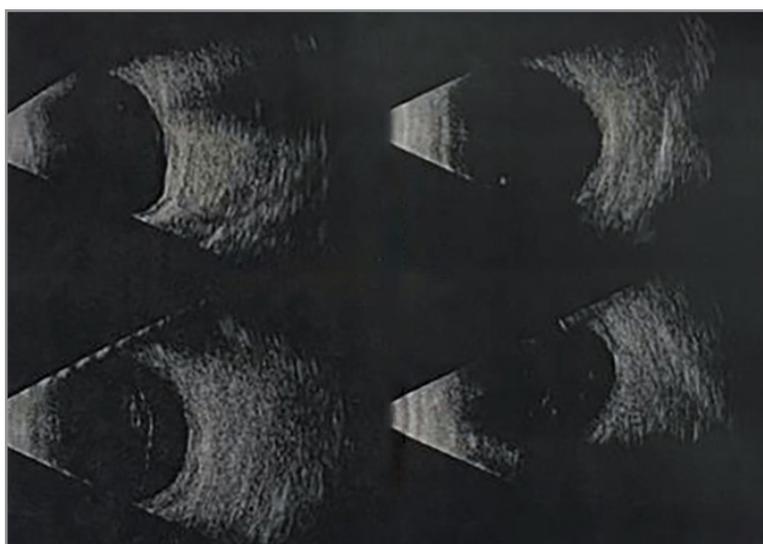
Ecografia bulbare paziente 1.
